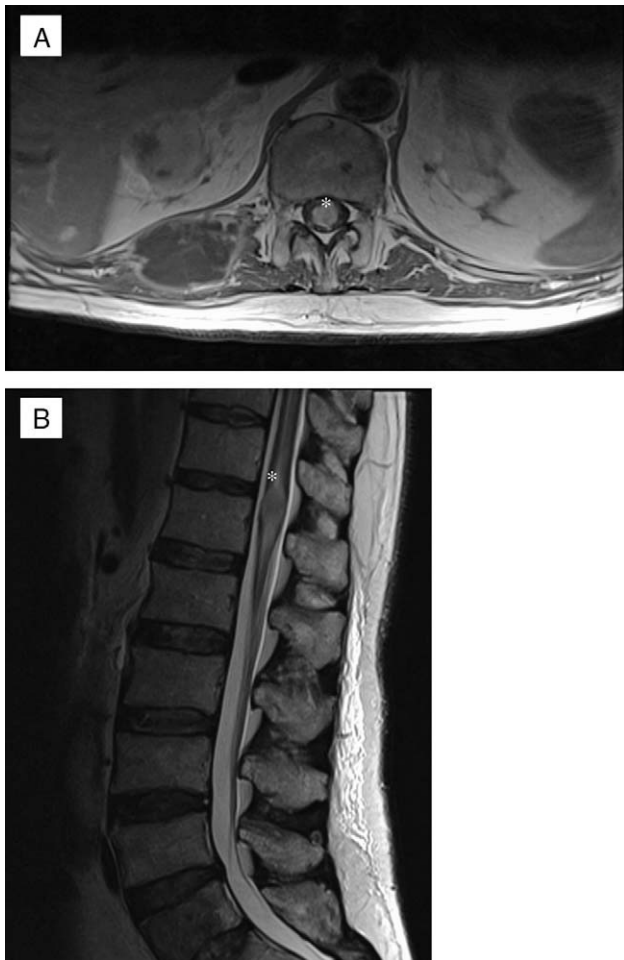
RM de columna completa: A) Secuencia T1 axial. B) Secuencia T2 sagital.
